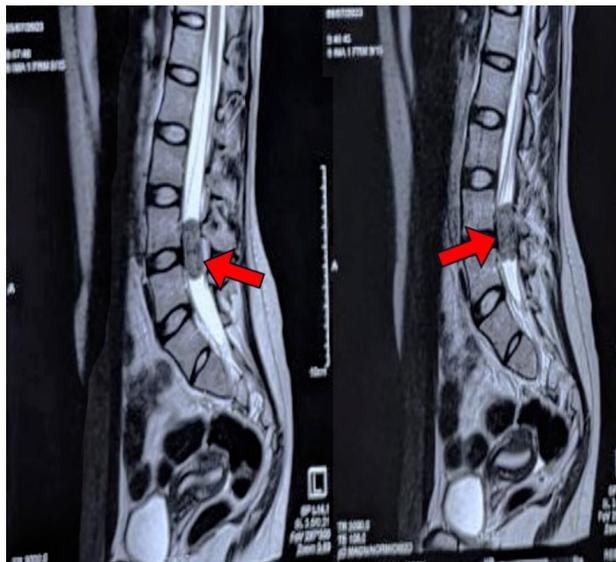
Imagen por resonancia magnética nuclear de la columna lumbar obtenida antes de la intervención quirúrgica. La flecha de color rojo indica la lesión intradural extramedular a nivel de L3-L4
